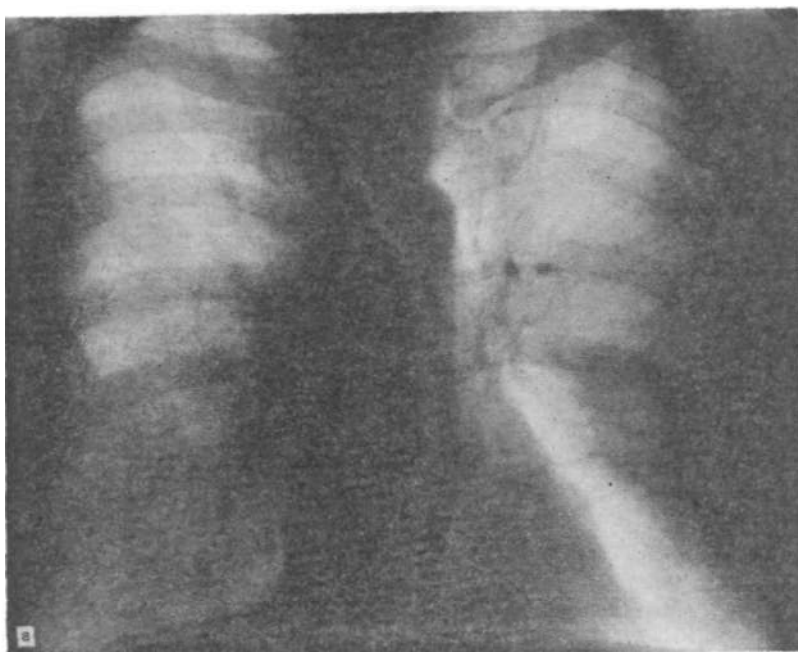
Рентгенограммы больного О. К.
